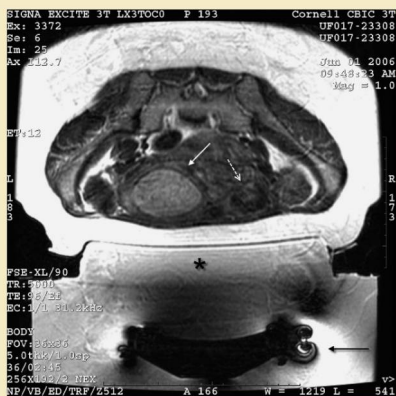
Verificación del efecto del tratamiento. Imagen RM axial en T2 pretratamiento de una paciente en pronación que revela un mioma intenso en la izquierda (flecha blanca continua) y un mioma más pequeño y oscuro en la derecha (flecha blanca discontinua). Obsérvese la posición del transductor de ultrasonido (flecha negra continua) en la mesa y la película de gel acústico por encima de la mesa (asterisco negro).
